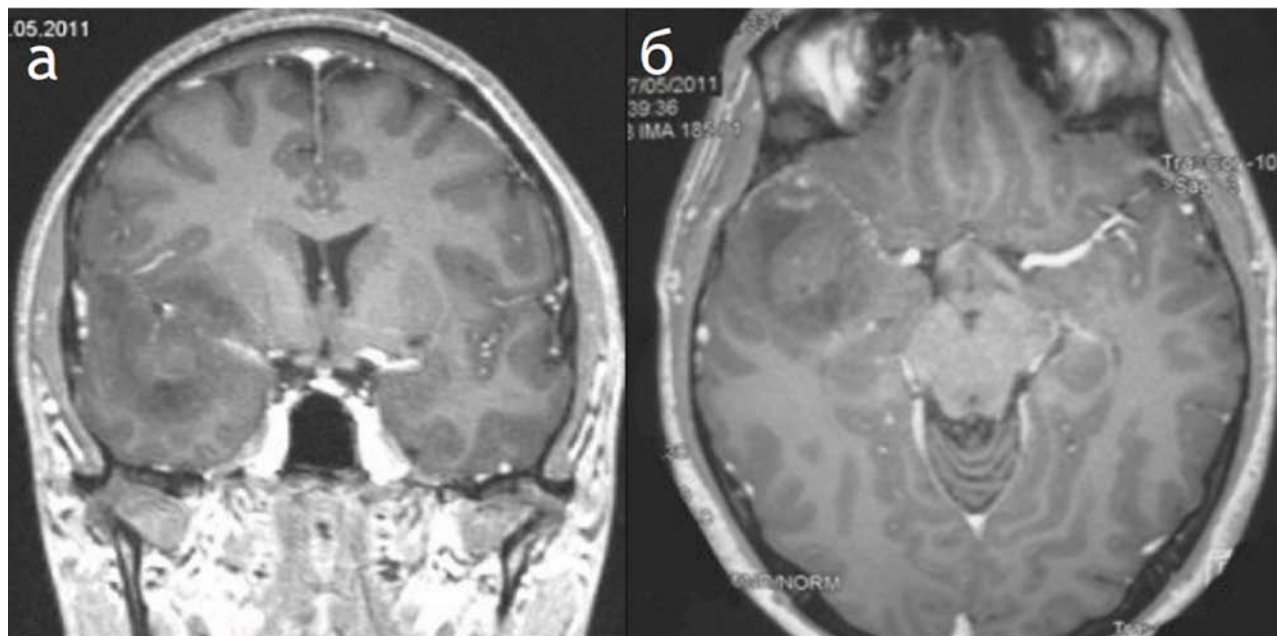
МРТ головного мозга пациента 33 лет с ЦНС-НБ. Режим Т1 с контрастным усилением в коронарной (а) и аксиальной (б) плоскостях. Нейробластома медиальных отделов правой височной доли. Диффузный рост новообразования, слабо накапливающее контрастное вещество, заставляет проводить дифференциальную диагностику с высокодифференцированной астроцитарной опухолью
